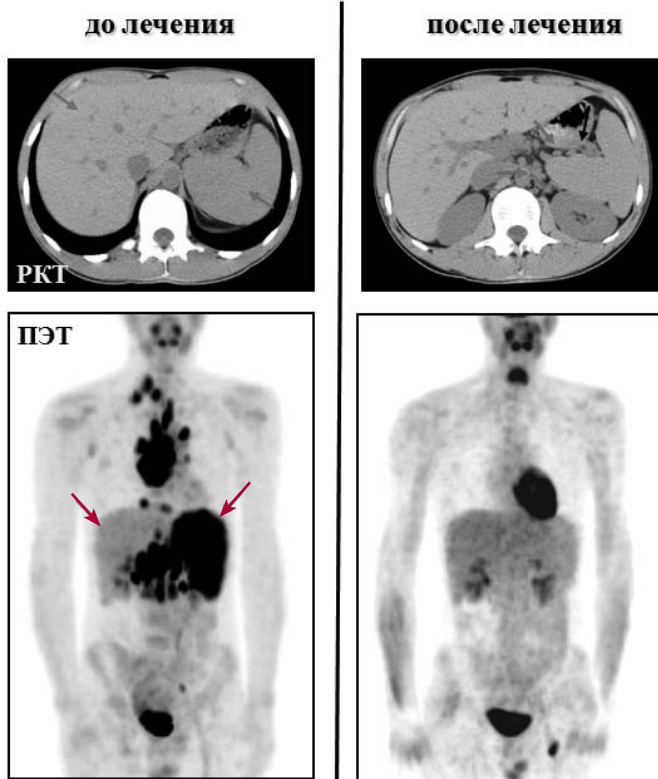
Больной К., 29 лет. Лимфома Ходжкина, смешанно-клеточный вариант, IIIВ стадия, рецидив с массивным поражением шейно-надключичных, медиастинальных и забрюшинных лимфоузлов. По данным РКТ выявлена гепатоспленомегалия неясного генеза. При ПЭТ диффузно высокое накопление РФП в селезенке указывает на ее тотальное специфическое поражение, нормальный уровень накопления РФП в паренхиме печени позволяет исключить специфическое поражение и свидетельствует, что гепатомегалия обусловлена портальной гипертензией. После лечения определяется исчезновение активности специфической ткани по всем ранее выявленным очагам и нормализация накопления РФП в селезенке, что подтверждает первоначальное суждение о специфическом поражении селезенки
